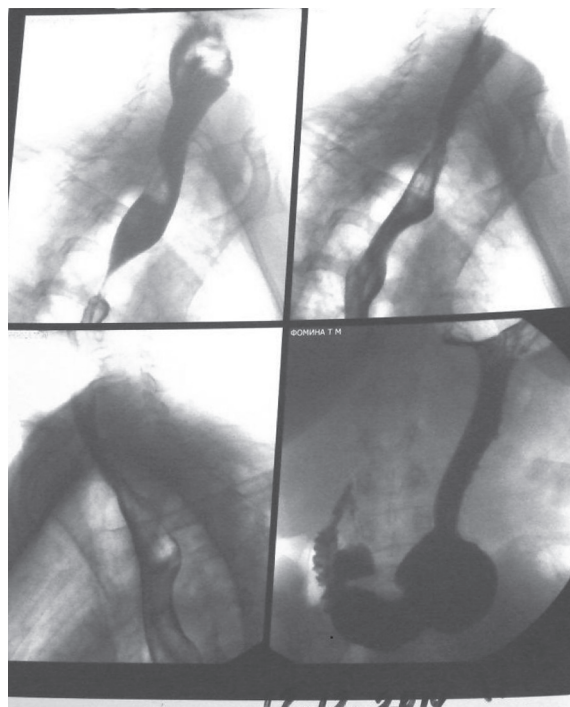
Ф-а Т.М., 54 г. Рентгенограммы пищевода и желудка от 12.12.2014 г. Описание в тексте.
